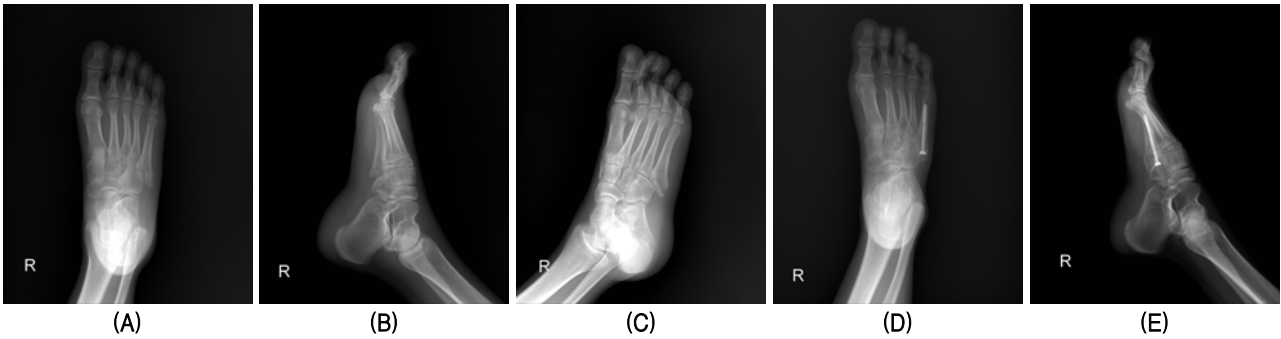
(A-C) Preoperative radiographs AP (A), lateral (B) and oblique (C) show 27-year-old female patient who has the 5th proximal metatarsal intra-articular fracture (Zone I) with severe displacement. (D-E) Postoperative 30 days radiographs AP (D) and lateral (E) show the bony union state with cannulated screw fixation.
